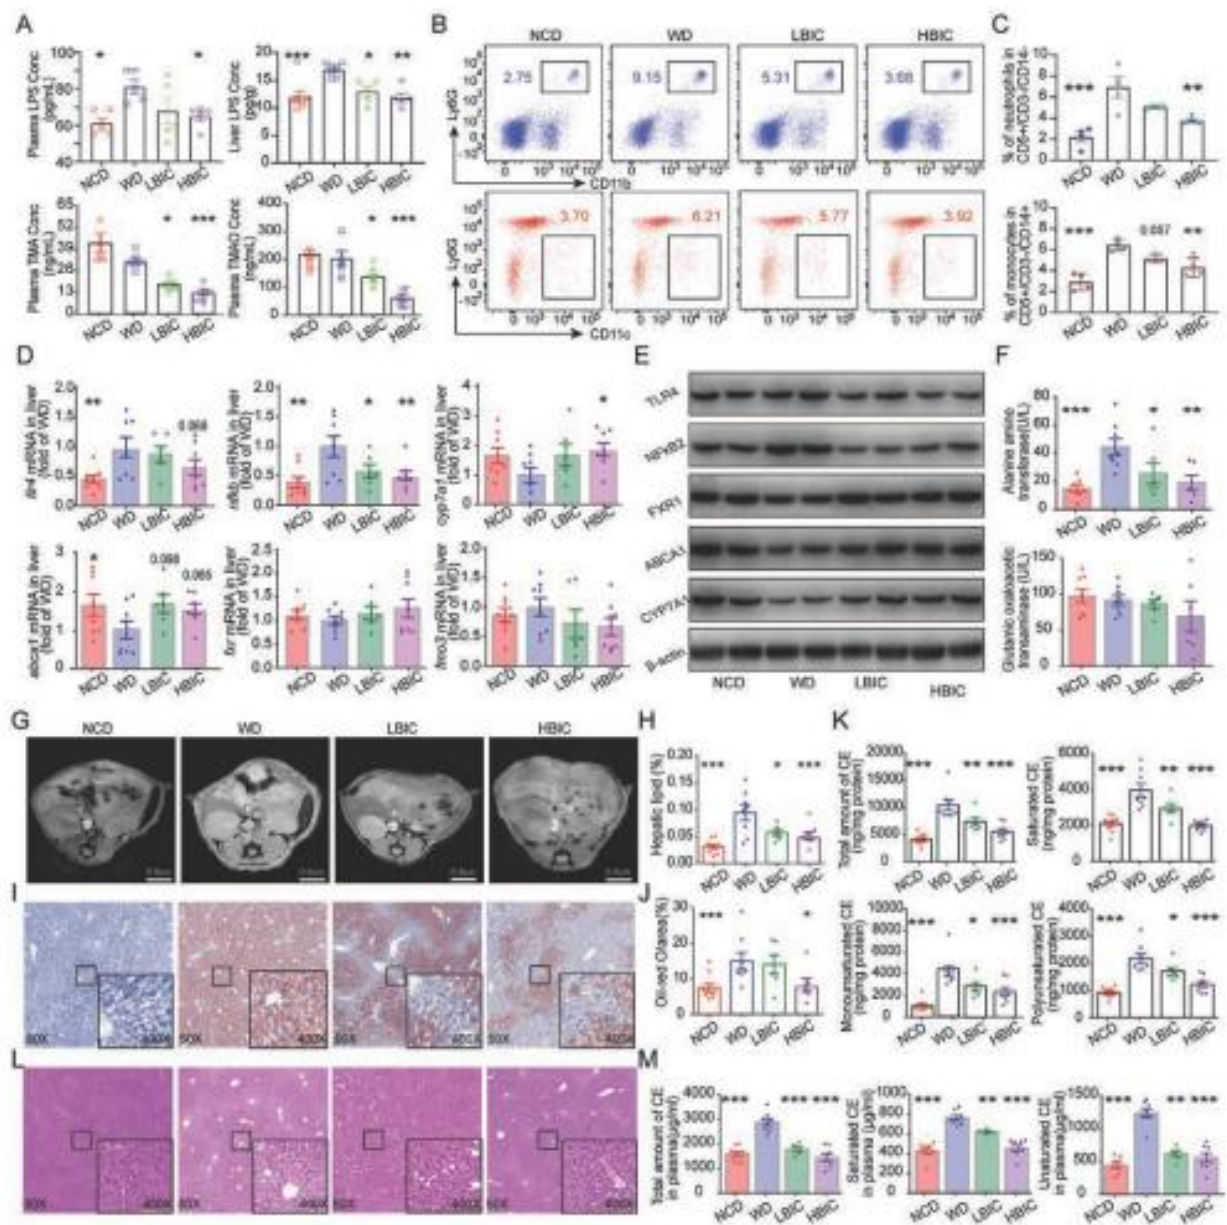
ВІС покращує імунологічний та метаболічний статус у мишей *ApoE(-/-)*. Мишам *ApoE(-/-)*, які отримували HFD, давали LBIC або HBIC через шлунковий зонд. Як контроль використовували необроблених мишей, яких годували HFD (WD) та стандартним кормом (NCD). А-а) масу тіла в кожній групі реєстрували щотижня протягом наступних 20 тижнів; А-б) споживання їжі реєстрували щотижня протягом наступних 20 тижнів. А, вгорі) вміст LPS у печінці та плазмі; А, унизу) концентрація ТМА та ТМАО, визначена за допомогою РХ/МС у зразках плазми. В, вгорі) репрезентативна проточна цитометрія для нейтрофілів у плазмі; В, унизу): репрезентативна проточна цитометрія для моноцитів у плазмі. С) Відсоток нейтрофілів та моноцитів. D) Експресію мРНК NF-κB, Toll-подібного рецептора 4 (TLR4), ABCA1, CYP7a1, FMO та FXR1 у тканині печінки оцінювали за допомогою RT-PCR. Результати були нормалізовані до GAPDH. E) Експресію білків NF-κB, TLR4, ABCA1, CYP7a1 і FXR1 у тканині печінки оцінювали вестерн-блотом, β-актин використовували як контроль. E) рівні АЛТ та АСТ визначали ферментативними методами. G) Репрезентативні зображення МРТ, протестированні з використанням МРТ мелких живих тварин Pharma Scan 70/16 US (Bruker, Германия). H) Процентное содержание липидов в печени рассчитывали по соотношению протонов воды в ТГ. I) Репрезентативные изображения срезов печени, окрашенных маслом. J) Квалификация окрашивания Oil Red O. K) Содержание эфира холестерина в ткани печени оценивали с использованием метода УВЭЖХ-МС/МС. L) Репрезентативные изображения срезов печени, окрашенных HE. M) Уровни эфира холестерина в плазме оценивали с использованием метода УВЭЖХ-МС/МС. Данные представлены как среднее значение ± стандартная ошибка среднего (n > 5). Указаны значимые различия: *p < 0,05,  p < 0,01, * p < 0,001 по сравнению с WD по однофакторному дисперсионному анализу.
